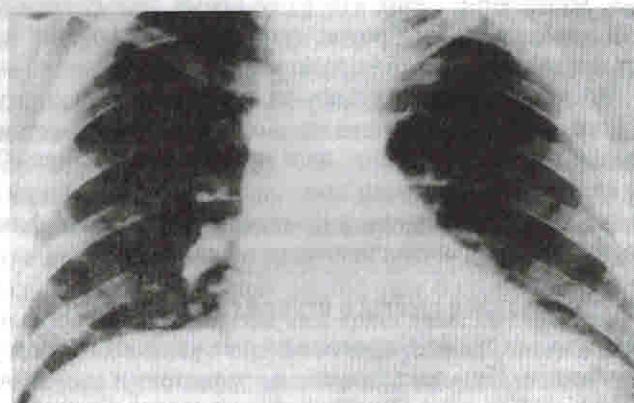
Рентгенограмма того же больного: шейно-средостенная киста грудного протока слева
